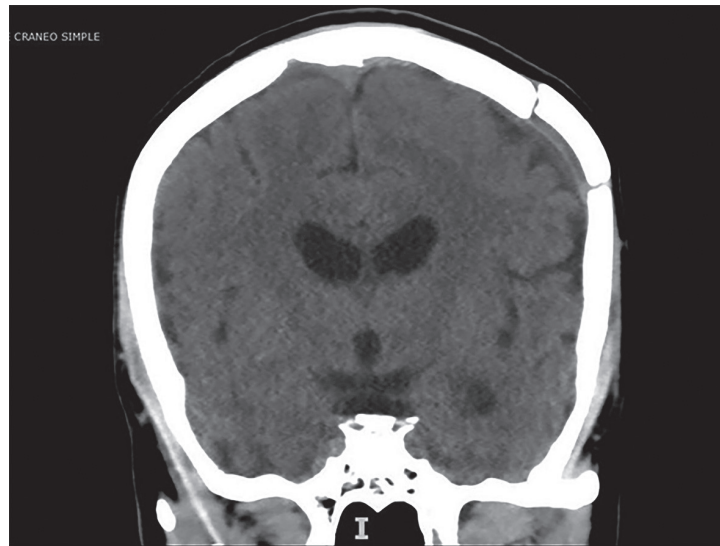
TAC corte coronal
